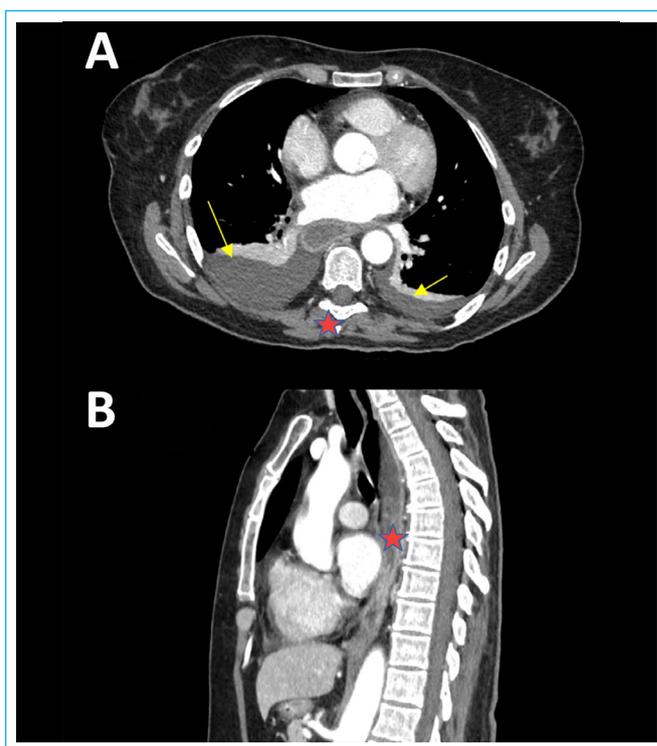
Tomografía computarizada de tórax con contraste intravenoso de control a los 7 días. A: plano transversal. Se mantiene la imagen ocupante de espacio (*estrella roja*) que comprime la luz esofágica, aunque impresiona en menor grado con respecto a previo. También se aprecia derrame pleural bilateral (*flechas amarillas*). B: plano sagital. Hematoma en la luz esofágica (*estrella roja*).
